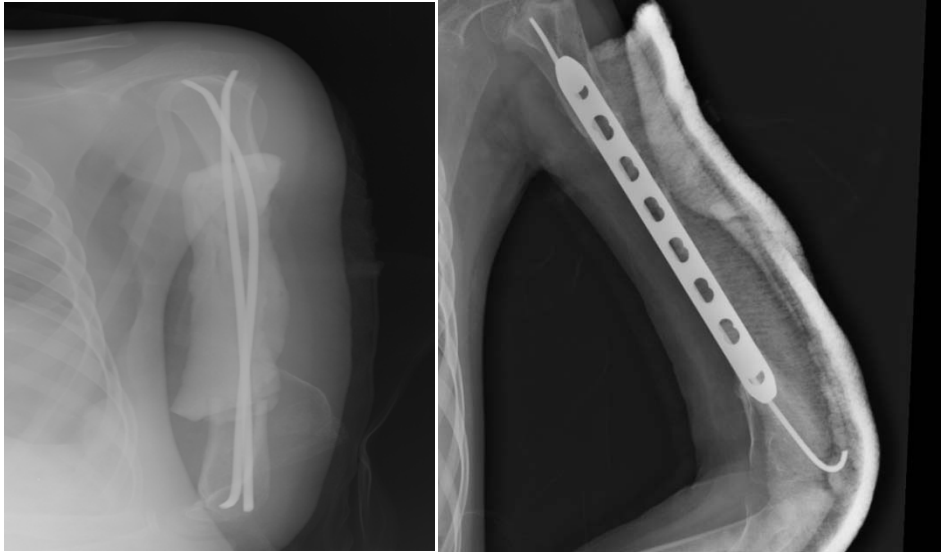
Radiographie standard de contrôle post-opératoire chez une patiente suivie pour un sarcome d'Ewing de la diaphyse humérale. La patiente a reçu une CHT néoadjuvante et a bénéficié d'une exérèse chirurgicale de la tumeur avec embrochage et mise en place du ciment chirurgical.
